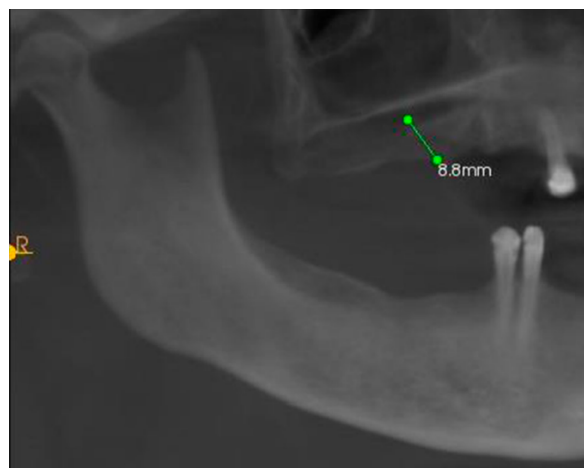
Radiografia pós-operatória do seio maxilar direito (Imagem utilizada com permissão do Professor Kempraj, J.)
